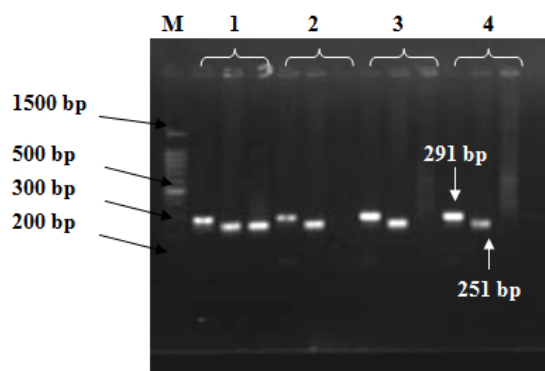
1.5% agarose gel electrophoresis of PCR products of IL-4 gene at the position -590. The 291 bp bands represent the PCR internal control amplified using the forward control primer and the common reverse primer. The 251 bp represent the PCR amplification product of the alleles C and T amplified using the sequence specific primers with the common reverse primers. M: 100bp DNA ladder; 1: heterozygous genotype CT; 2,3 and 4: normal genotype CC.
